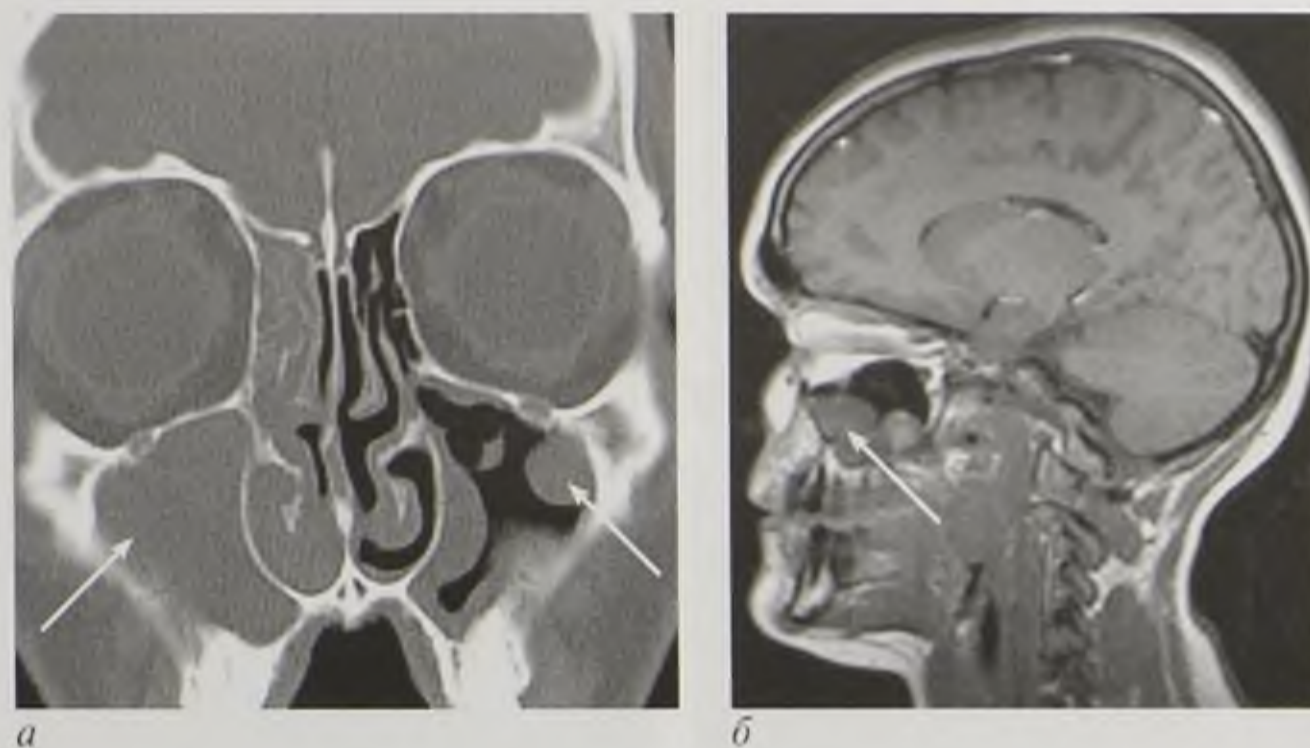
Полипы околоносовых пазух (стрелки): *а* — компьютерная томограмма во фронтальной проекции; *б* — магнитно-резонансная томограмма, T1-взвешенное изображение в сагиттальной плоскости
